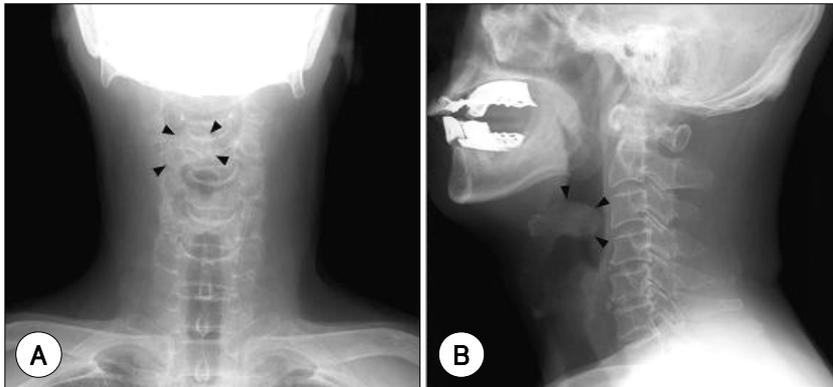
Neck X-ray (soft tissue density) finding. A : Neck AP view showed the mass-like density (black arrow head) which partially obstructed the upper airway at the epiglottis level. B : Neck lateral view showed the same.
